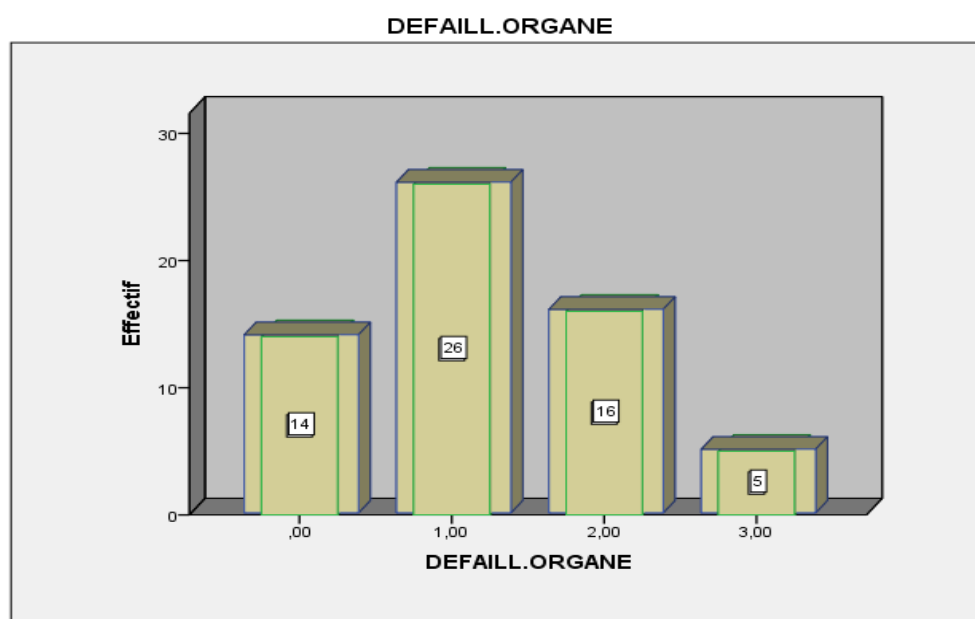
Répartition selon le nombre d'organes défaillants des patients monitorés par échocardiographie.
